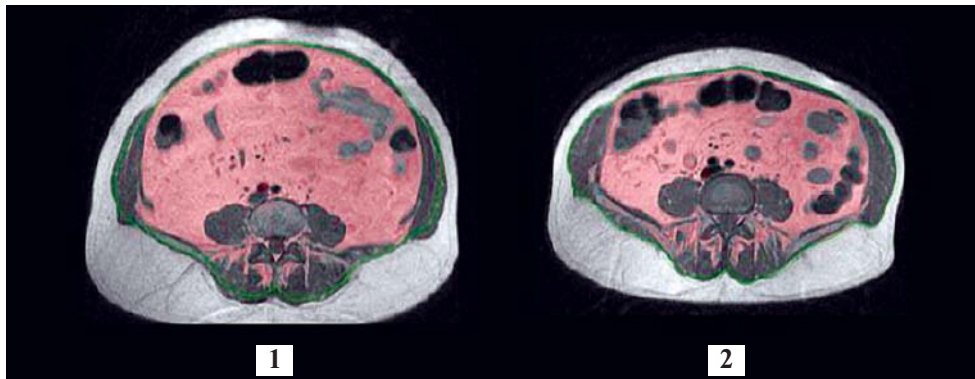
Данные компьютерной томографии органов брюшной полости исходно (1) и через 1 год (2) модификации образа жизни пациента с абдоминальным ожирением
